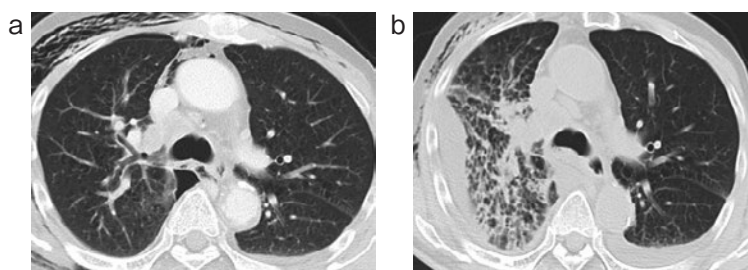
症例2. 胸部単純CT. (a) 癒着術前. (b) 癒着術施行3日後. 右胸水の再貯留と片側性のすりガラス影および浸潤影の出現を認めた.
